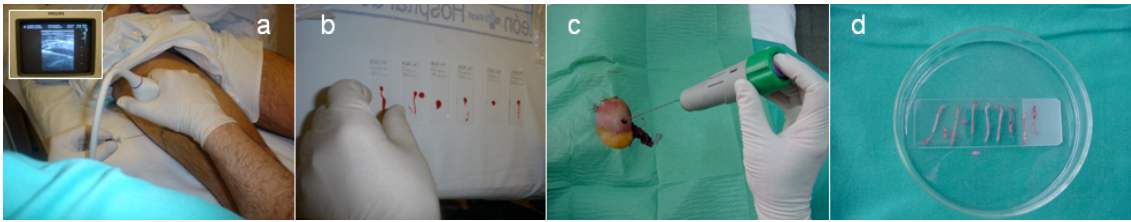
Ejemplos de biopsias cerradas en tumores musculoesqueléticos (PAAF guiada por ecografía en sarcoma de Ewing estadio IIB –a y b-; y trucut en linfoma del calcáneo estadio IIB –c y d-).
